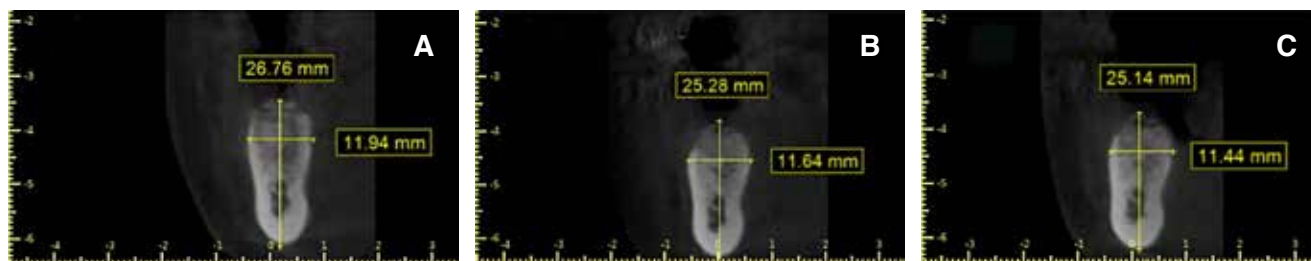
PRA #3.6 en CBCT: A) día 1; B) mes 6; C) mes 9.
